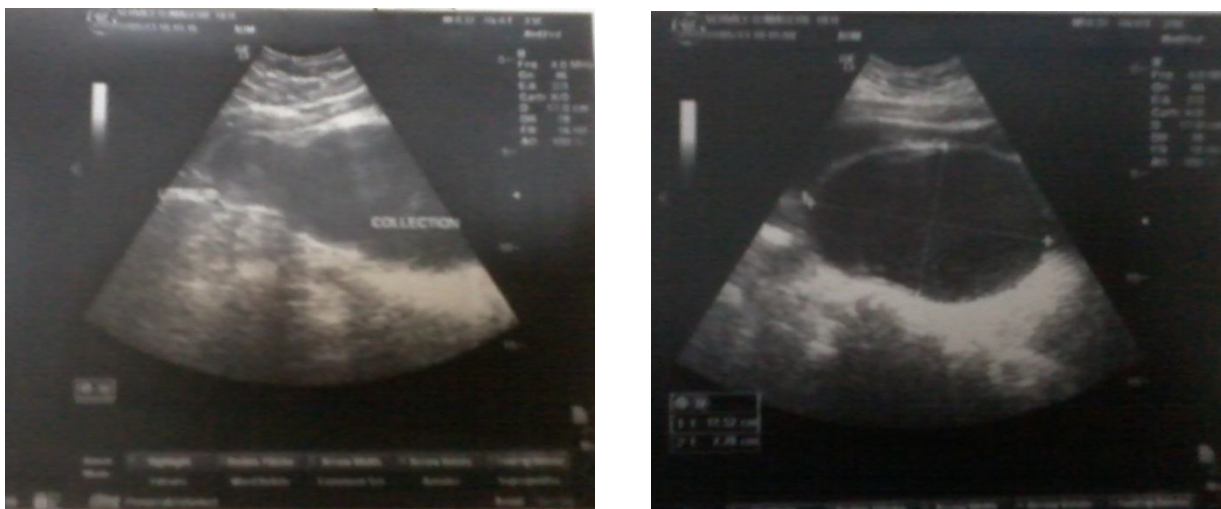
aspects échographiques montrant une énorme collection.*
